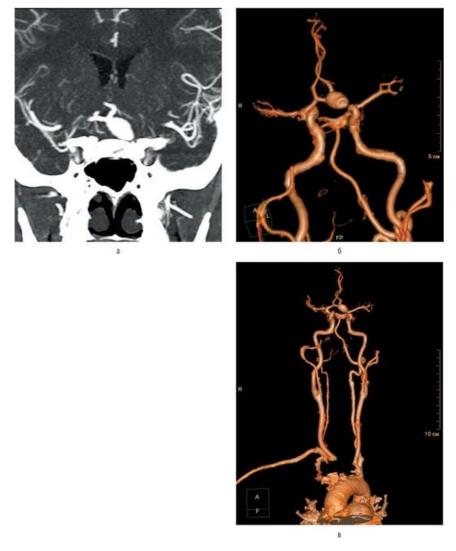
Спиральная компьютерная томографическая ангиография сосудов головного мозга и шеи. На фронтальной спиральной компьютерной томографической ангиограмме (а) и на 3D-реконструкции (б, в), выполненных с удалением костных и мягкотканных структур, определяется крупная артериальная аневризма в проекции передней соединительной артерии
